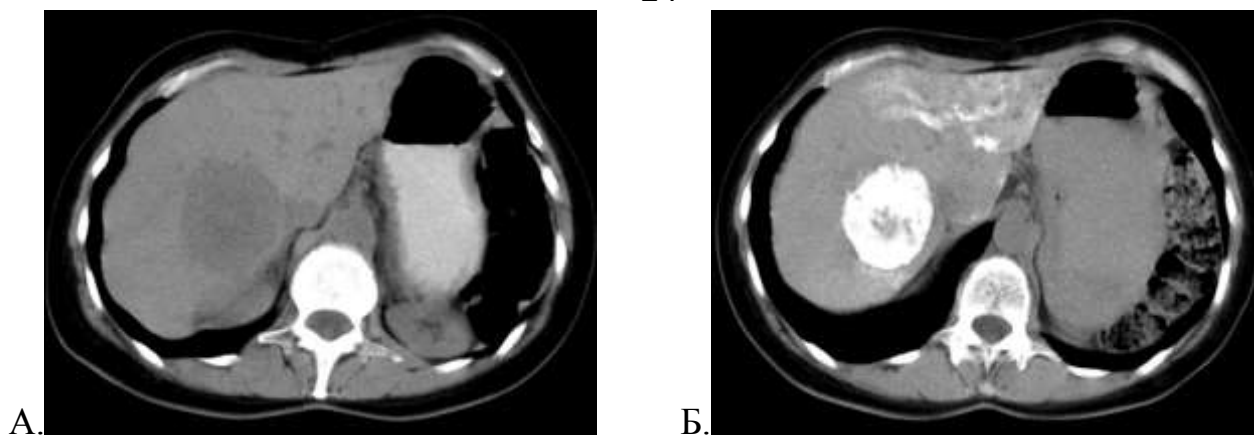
Нативные компьютерные томограммы в аксиальной проекции больной С., 48 лет, с единичными метастазами НЭО в печени (состояние после субтотальной дистальной резекции ПЖ) до ТАХЭ (а). Интенсивное накопление химиоэмболизирующей смеси в опухолевых узлах после ТАХЭ (б)
